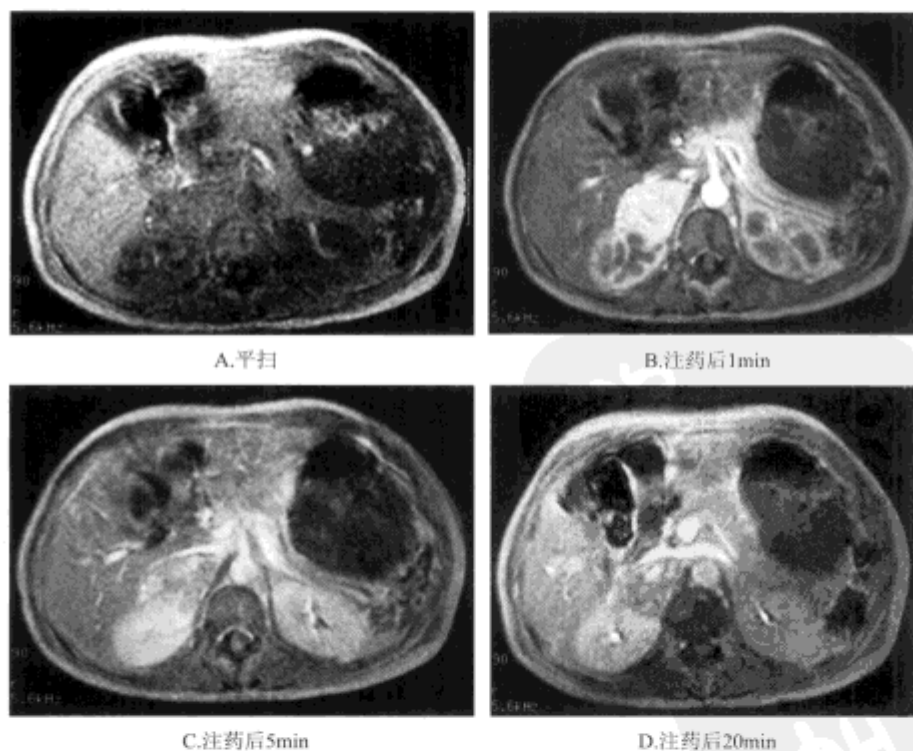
右肾上腺嗜铬细胞瘤平扫及动态增强MRI检查
